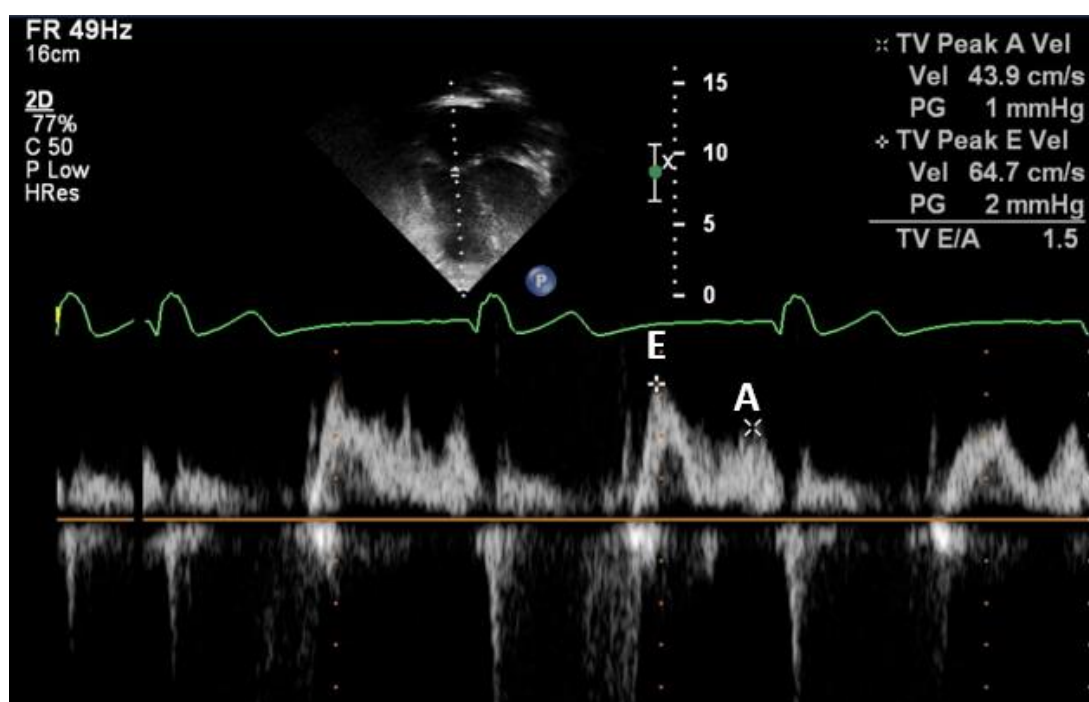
Doppler pulsátil transvalvar tricúspide registrando o pico de velocidade da onda de enchimento diastólico precoce (E) e da onda de contração atrial (A)
